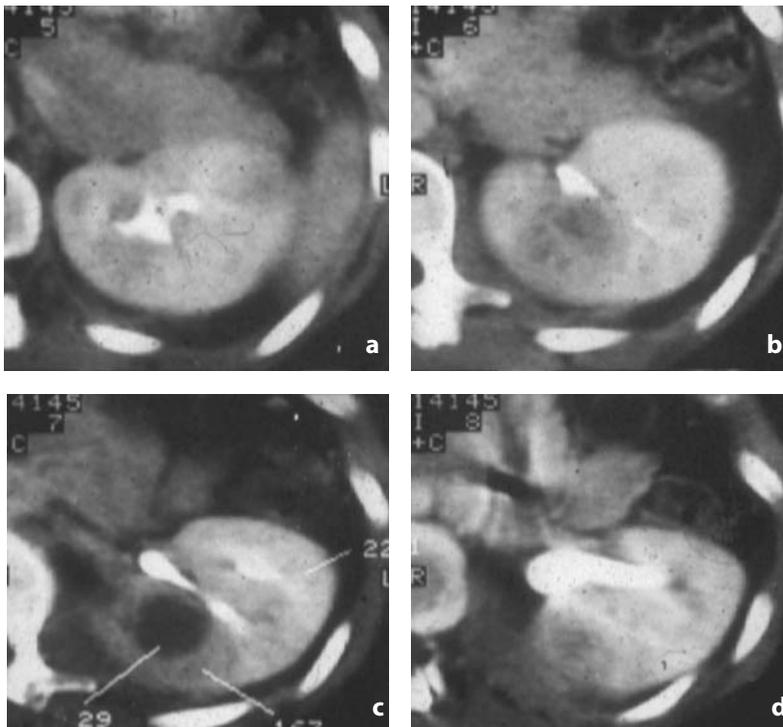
TC con mdc. Ascesso renale. Esame TC con acquisizione delle immagini in fase contrastografica nefro-urografica. In adiacenza ad un calice posteriore del gruppo medio si riconosce la presenza di un'area ipodensa, sfumata per la presenza di edema, da riferire a pielonefrite focale, complicata dalla formazione di un ascesso evidente come lesione a densità sovraliquida, a margini netti (d). Velatura del grasso perirenale
